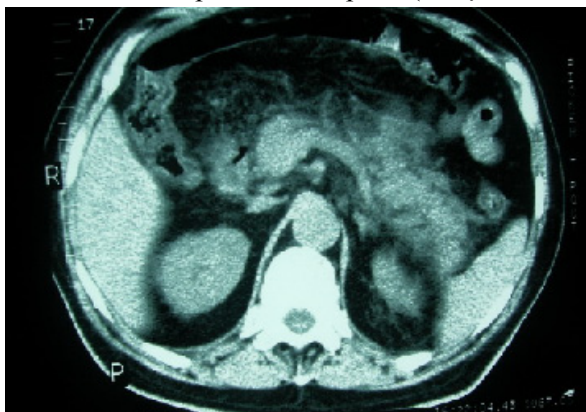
tomografie computerizată: pancreatită acută hemoragiconecrotică. Se observă dezorganizare completă a regiunii pancreatice cu multiple fuzee supurative peripancreatice.
